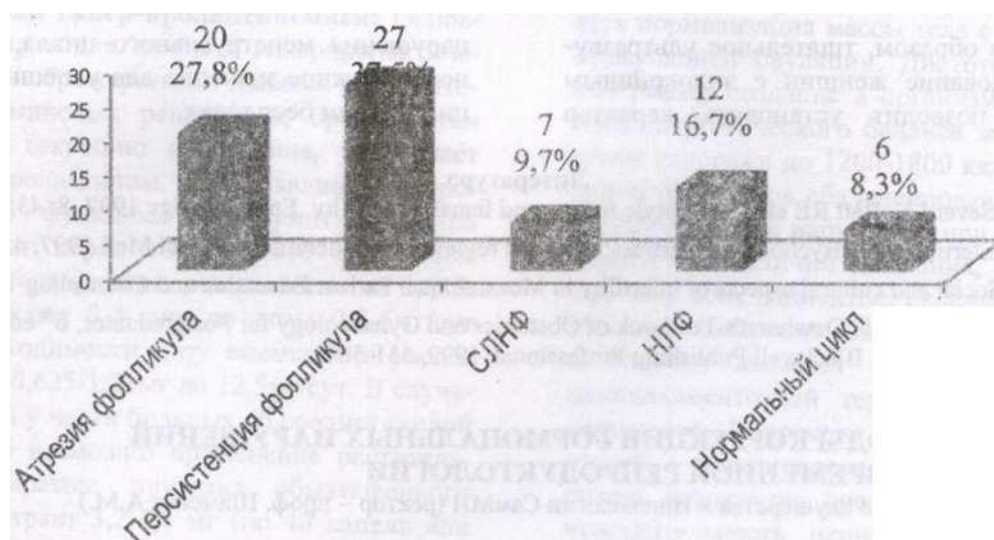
Нарушения менструального цикла, выявленные при УЗИ у женщин с эндокринным бесплодием
